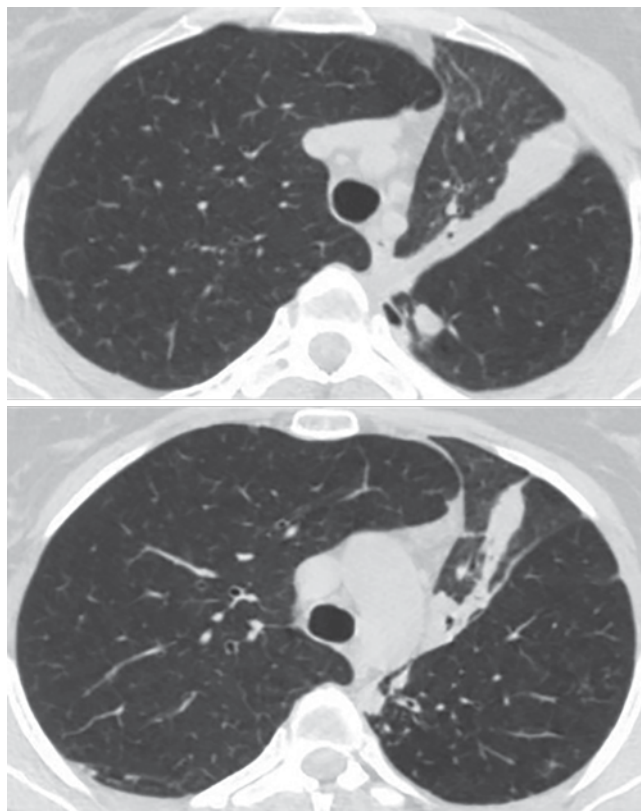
Компьютерная томограмма ОГК от 11.03.2019 г. пациентки К. Описание в тексте
